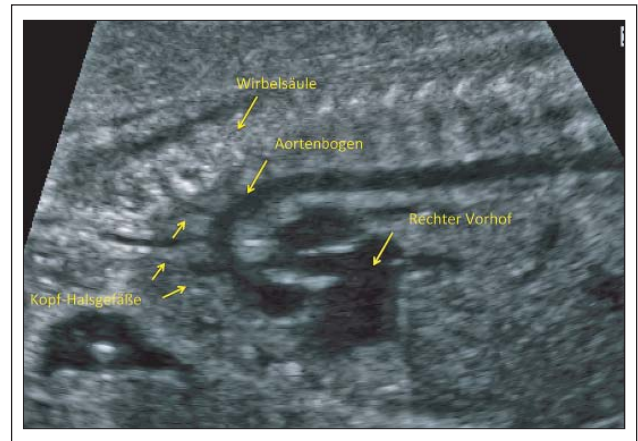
Fetale Echokardiographie der 20. SSW: Aortenbogen mit Abgang der Kopf-Halsgefäße, sagittale Schnittebene. Darstellung von der Wirbelsäule, Aortenbogen, Kopf-Halsgefäße, rechter Vorhof.
